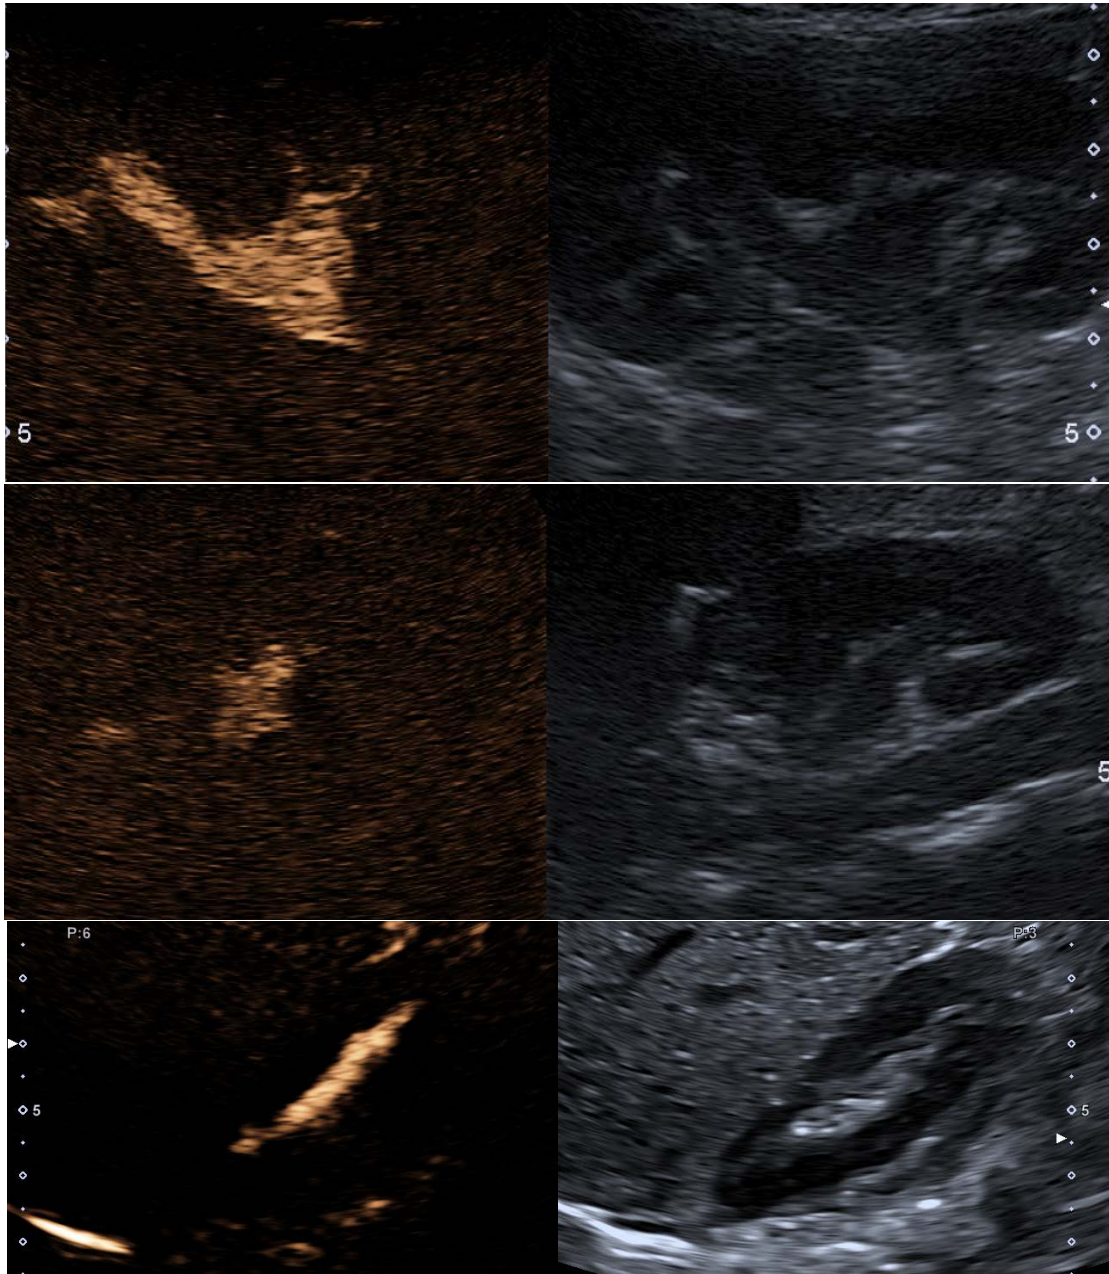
Exemple de RVU en cystosonographie de grade II.
